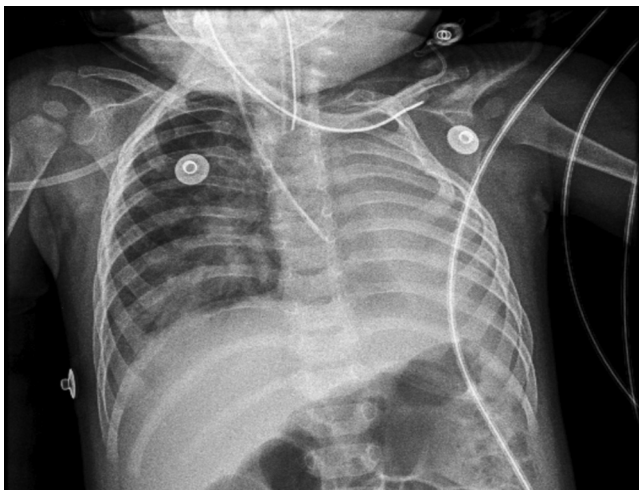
Radiografía de tórax en proyección anteroposterior realizada a los 12 meses de vida durante el curso de neumonía. Se aprecia la fusión de los primeros dos arcos costales izquierdos, radiopacidad total de hemitórax izquierdo con desplazamiento mediastinal ipsilateral. El pulmón sano se muestra sobredistendido, herniado hacia la izquierda, con infiltrado alveolar.
